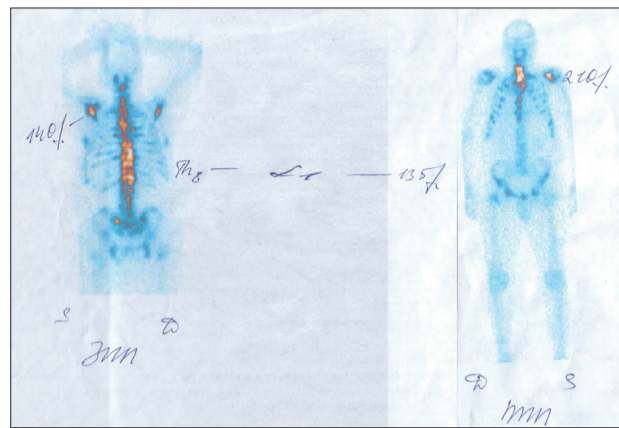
Остеосцинтиграфия. Множественные метастазы РПЖ
